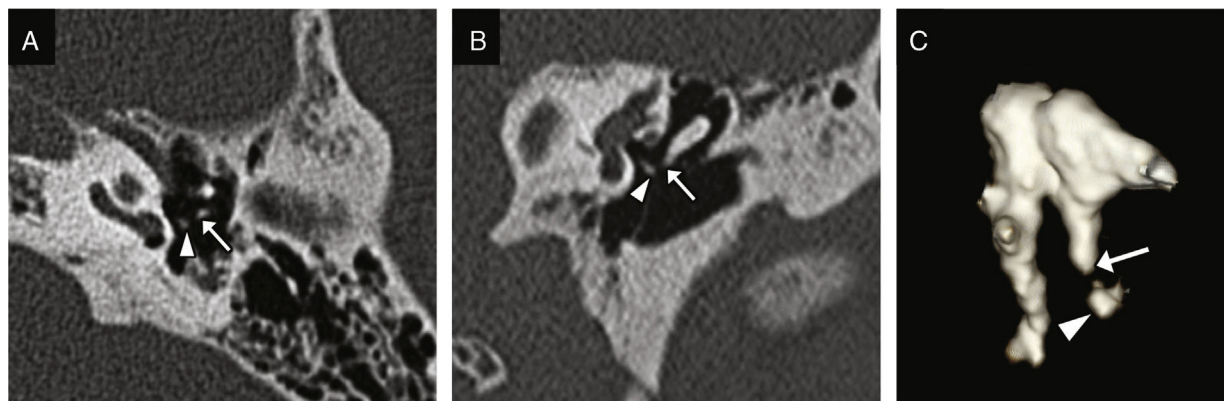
Luxación incudostapedial. Imagen transversal de TC (A) y reconstrucción coronal (B) en las que se observa la falta de contacto entre la apófisis lenticular del yunque (flecha blanca) y la cabeza del estribo (punta de flecha). C) Reconstrucción volumétrica que pone de manifiesto la luxación y puede ser útil para su detección.
